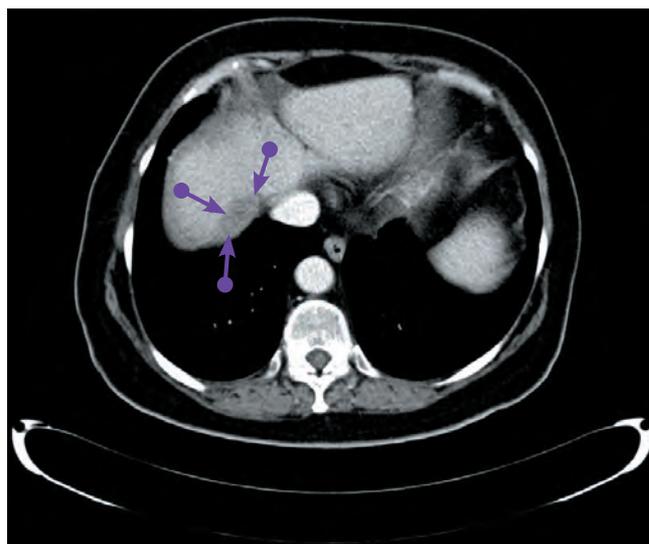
Компьютерная томография метастаза по капсуле печени до начала химиотерапии 2-й линии
